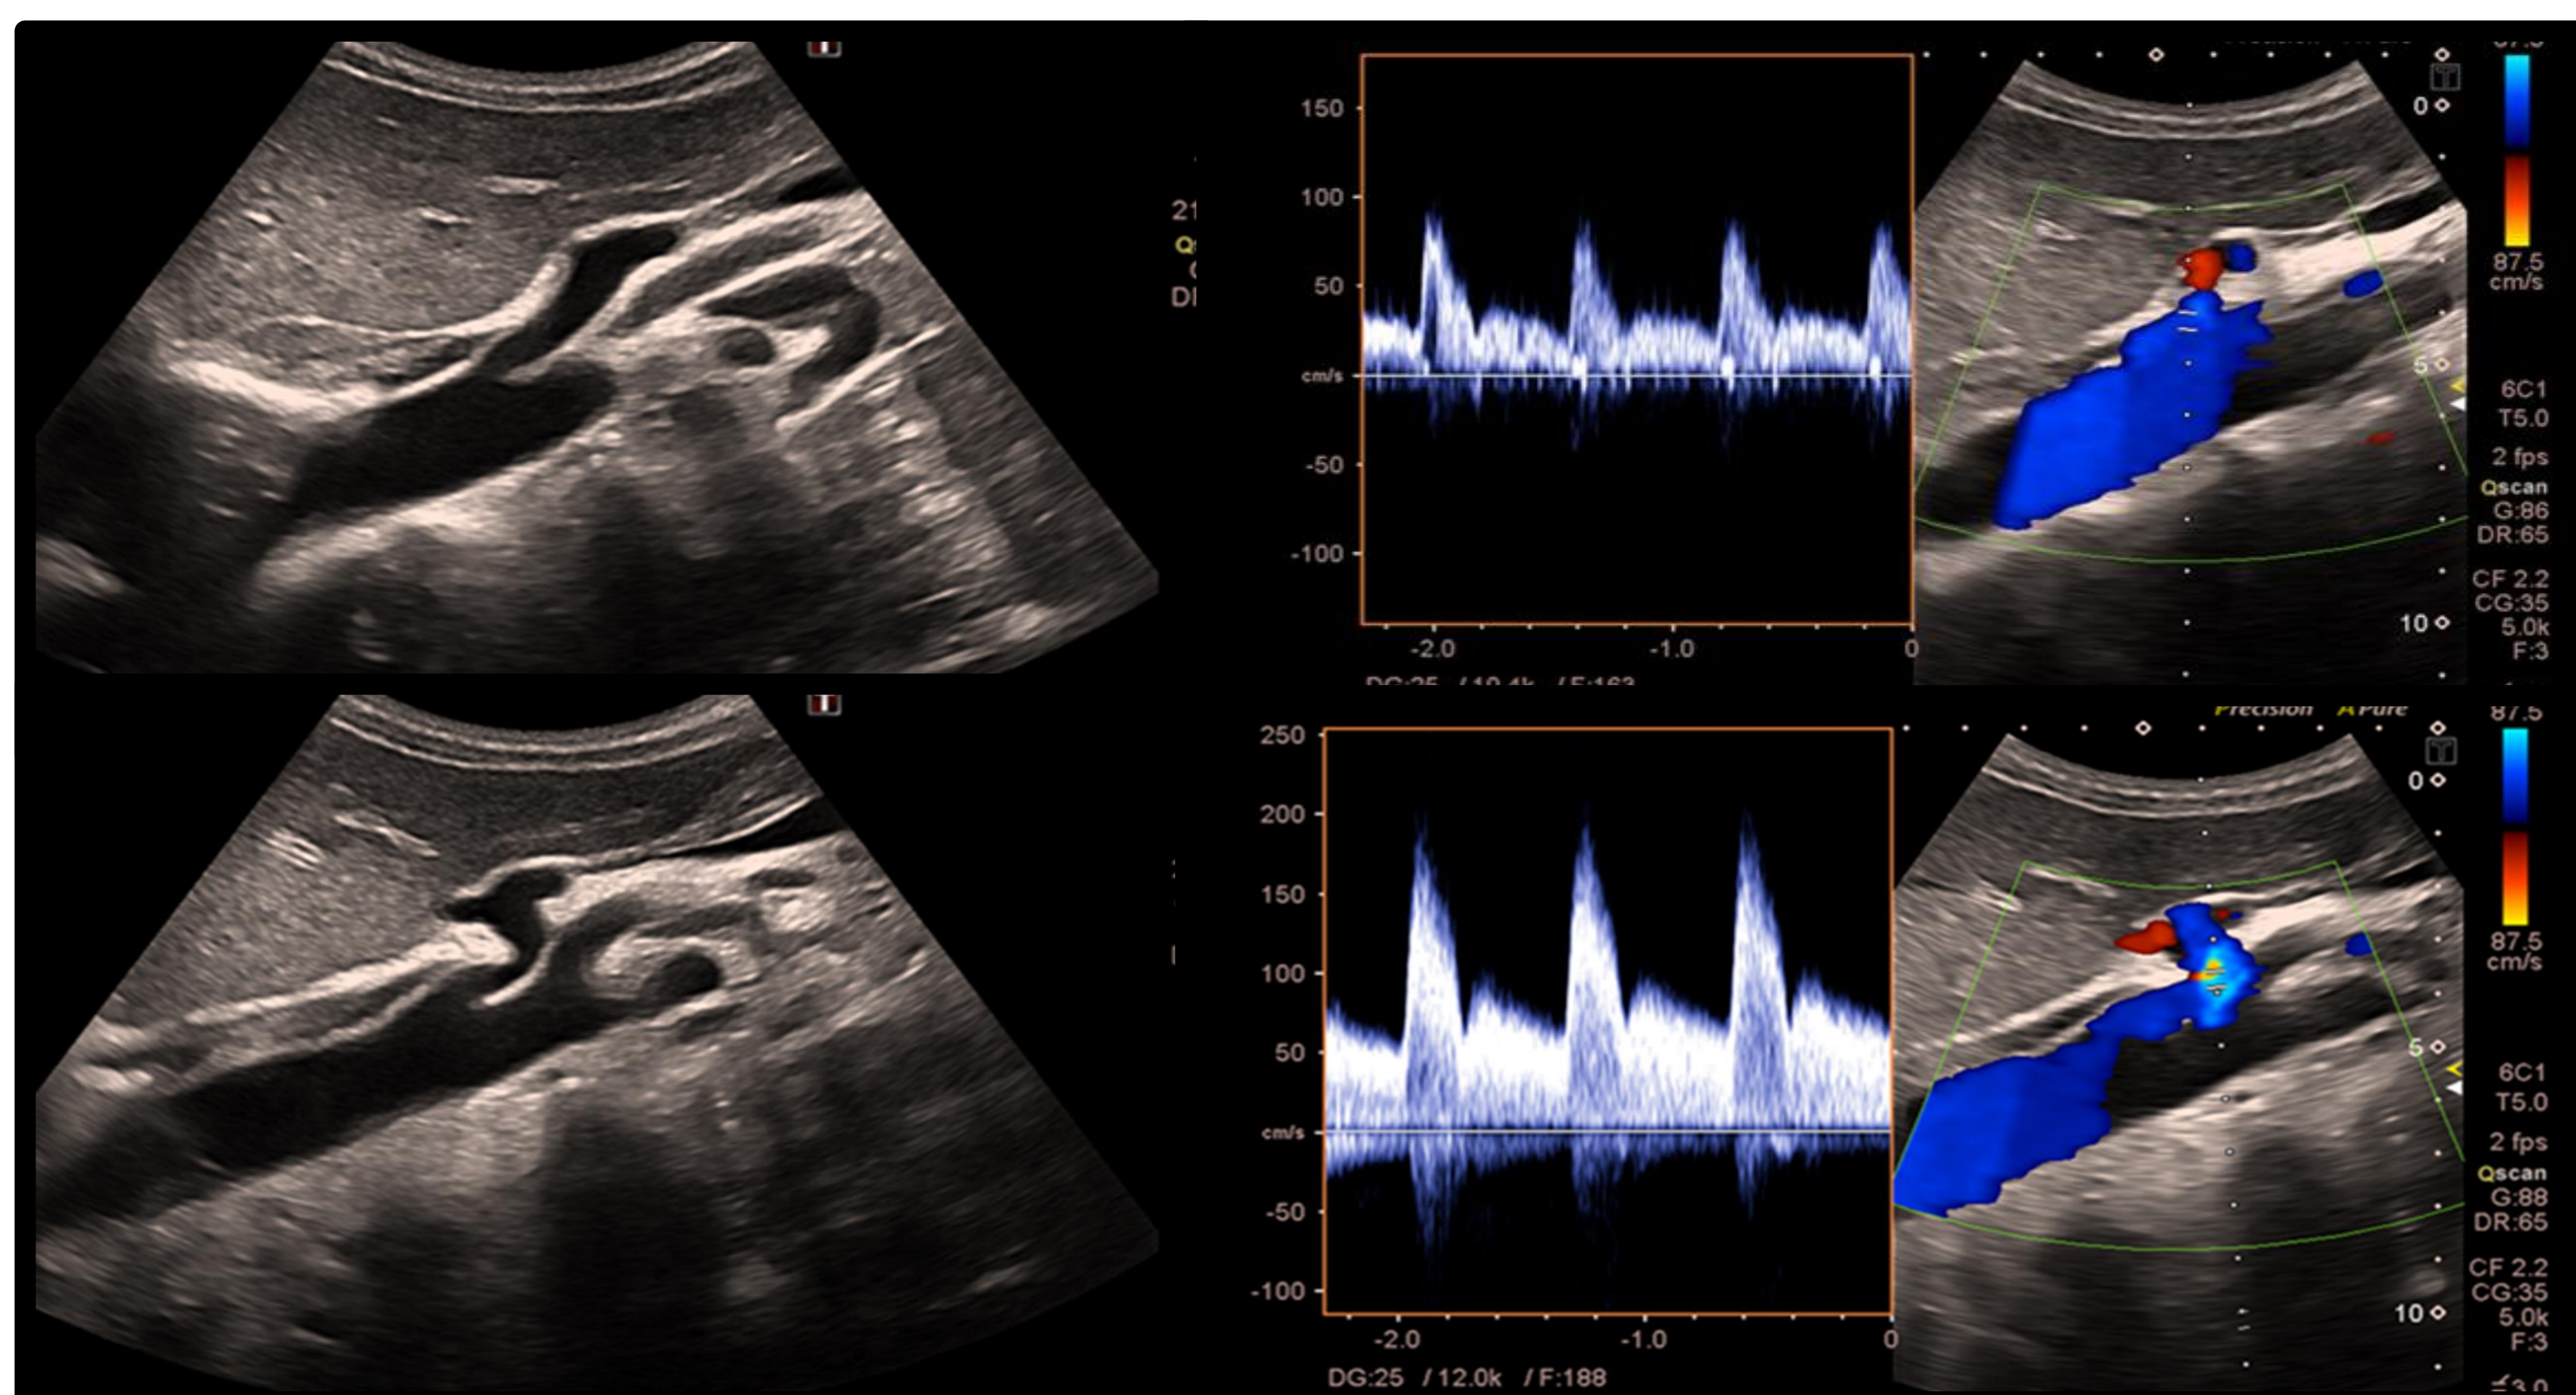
Ecografía Doppler del tronco celiaco que muestra una orientación normal caudal respecto a su origen durante la inspiración que durante la espiración presenta angulación cefálica y aumento de las velocidades en paciente joven con dolor abdominal con pérdida tanto del apetito como de peso.
